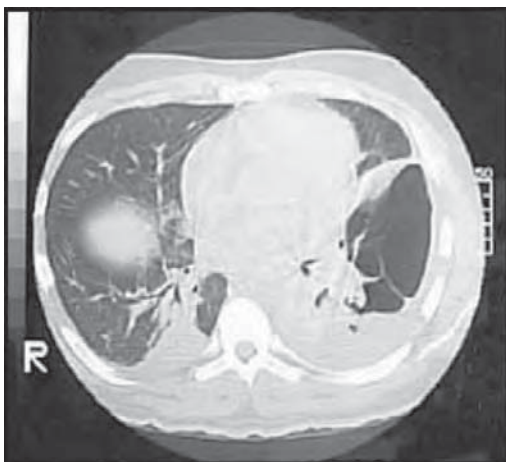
/16. TAC de tórax. Quiste pulmonar izquierdo secundario a traumatismo grave de tórax que requirió neumonectomía.
